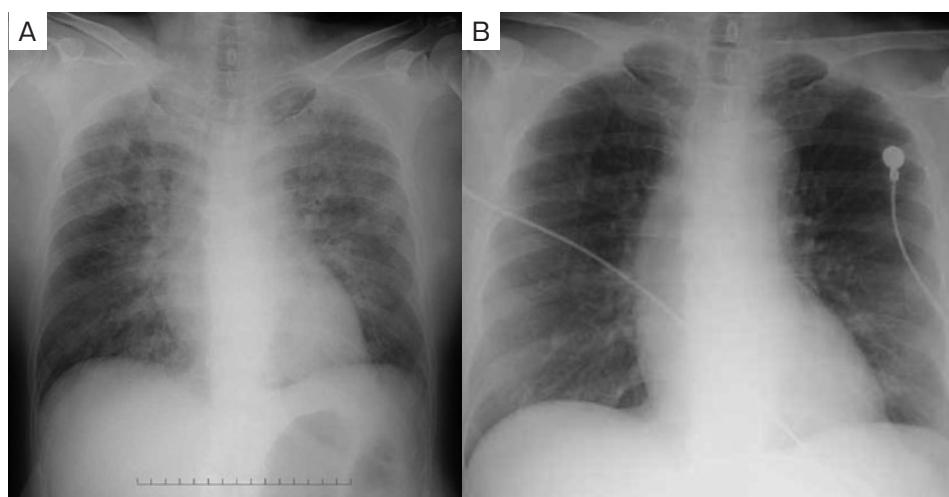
胸部単純X線写真所見。(A) 入院時。(B) 入院翌日。両肺の浸潤影が改善している。
